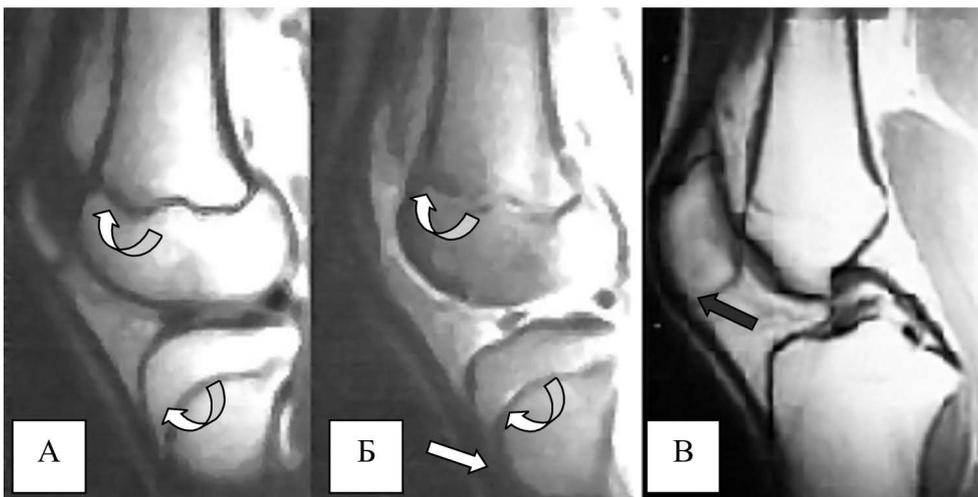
Коленный сустав 13-летней девочки (А, Б). Коленный сустав 17-летнего юноши (В). МРТ, сагиттальная плоскость, T1ВИ SE (А, В), T2ВИ GE (Б). Видны дистальный эпифиз бедра и проксимальный эпифиз большеберцовой кости. Определяются зоны метафизарного (росткового) хряща (круглые стрелки - А, Б). Дифференцируется бугристость большеберцовой кости (белая стрелка) и надколенник (черная стрелка - В).
